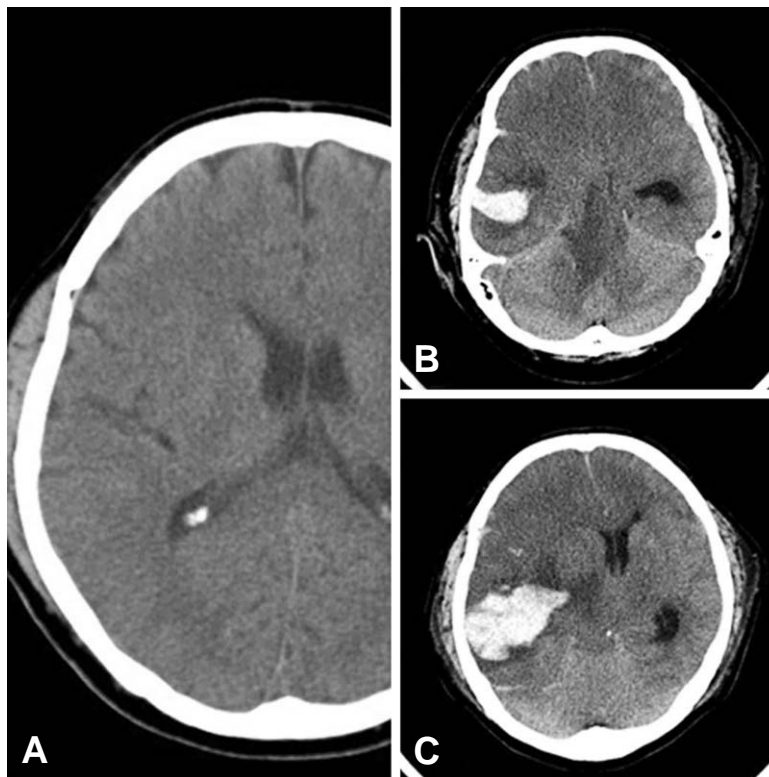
CT brain of initial and preoperative CT brain (A) initial CT brain revealed no definite hemorrhagic lesion (B, C) Delayed traumatic intracerebral hemorrhage was developed. The hemorrhage was located on right temporal area with uncal herniation
